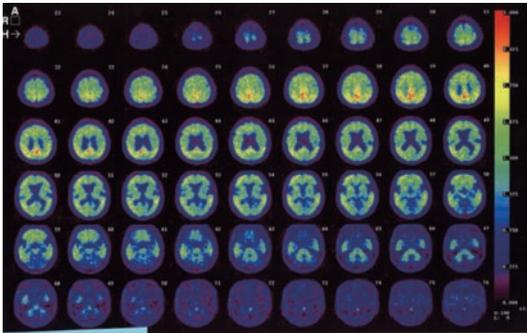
J-ADNI : AD1-baseline (PIB-PET)
